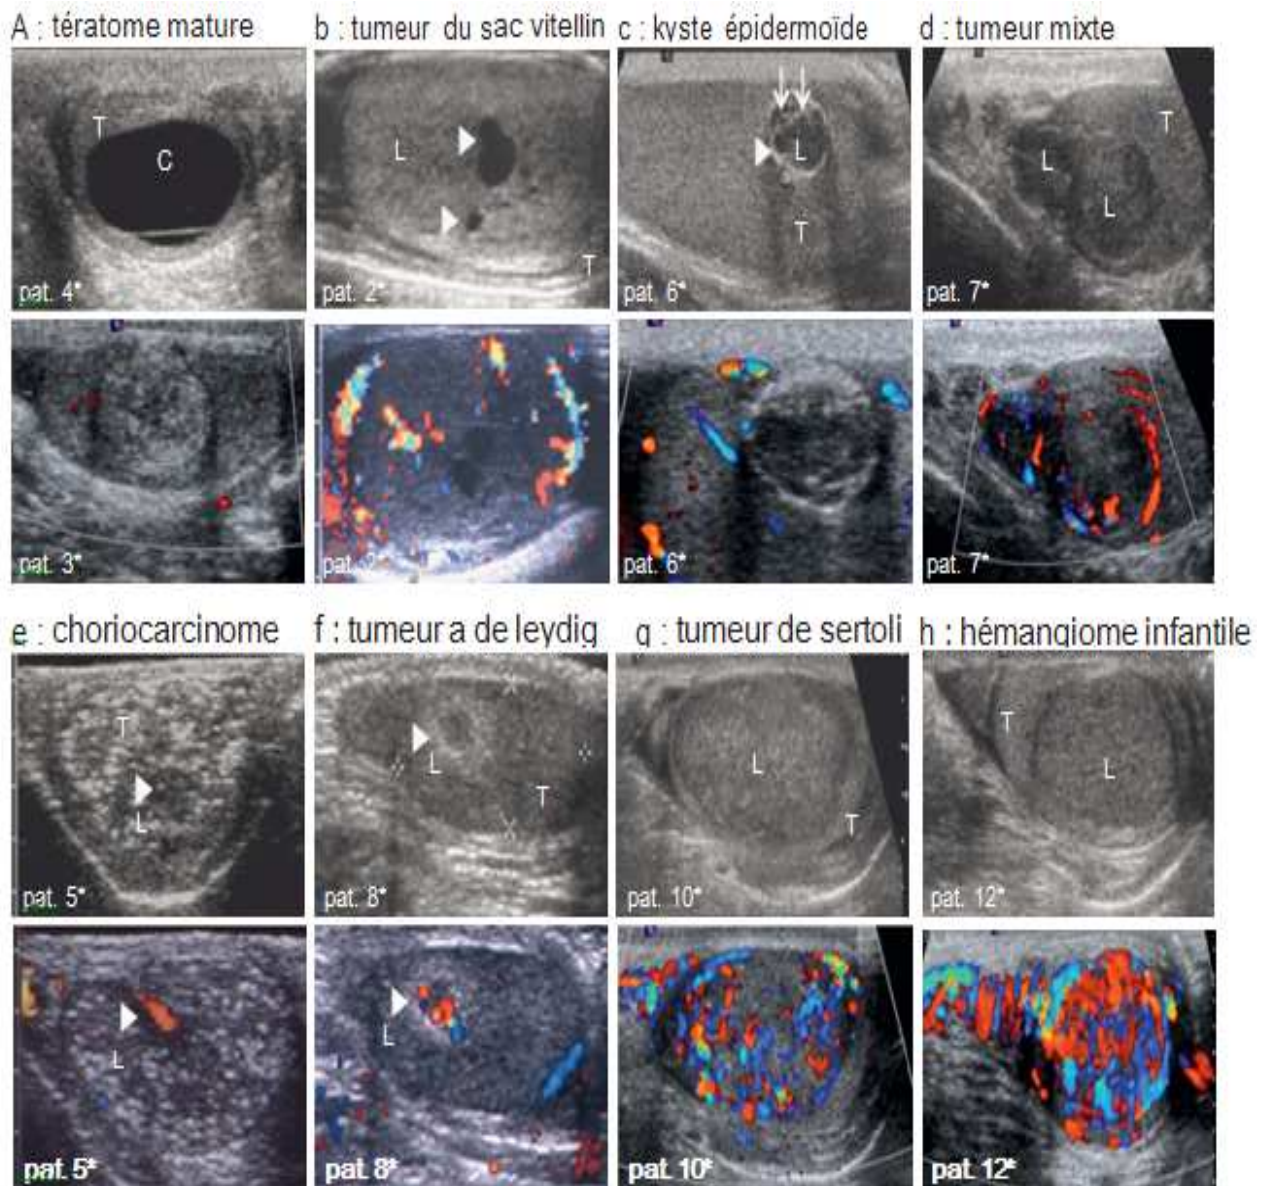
images échographiques montrant les différents types des tumeurs testiculaires [112]
